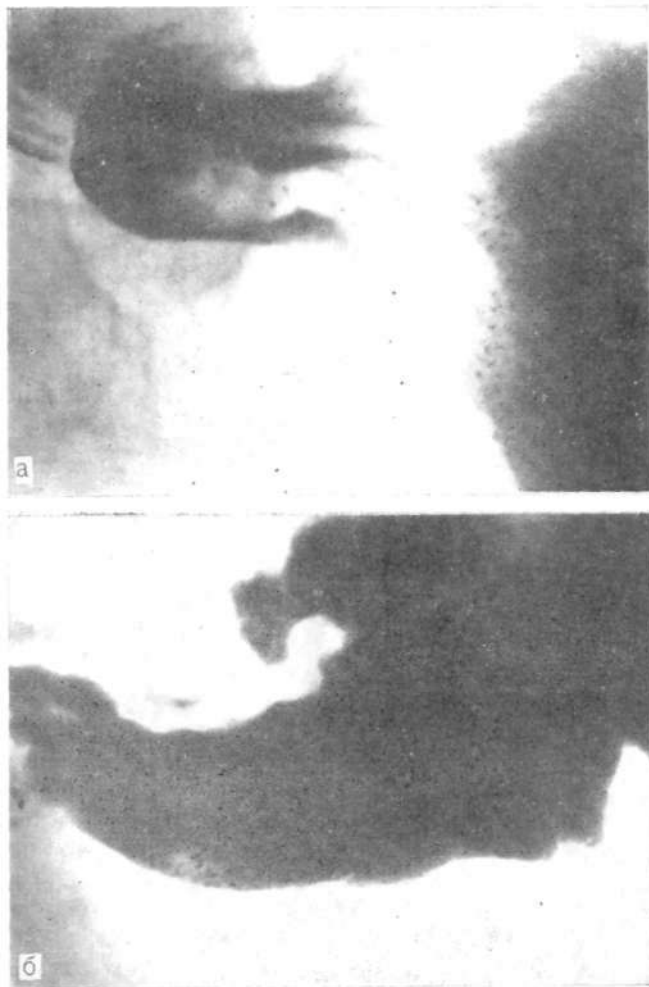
Фрагменты рентгенограмм желудка.
